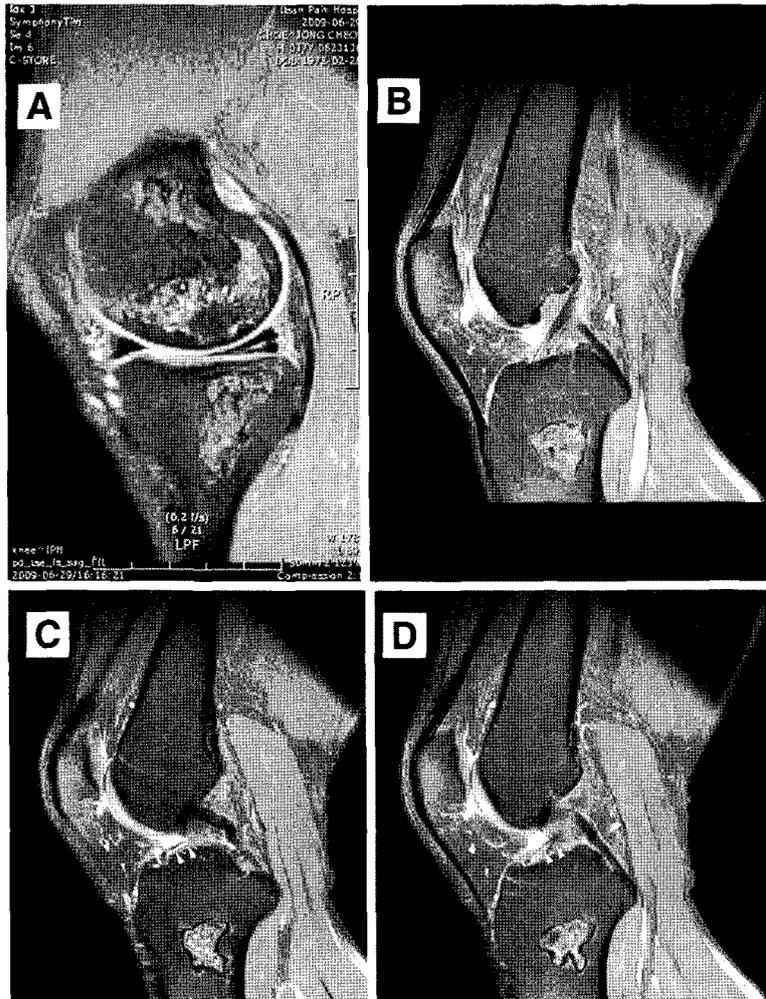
(A) Horizontal tear in the posterior horn of medial meniscus. (B) No abnormal band around the anterior cruciate ligament. (C) (D) An abnormal cord-like shadow (white arrows), in saggital slice of the MRI.
